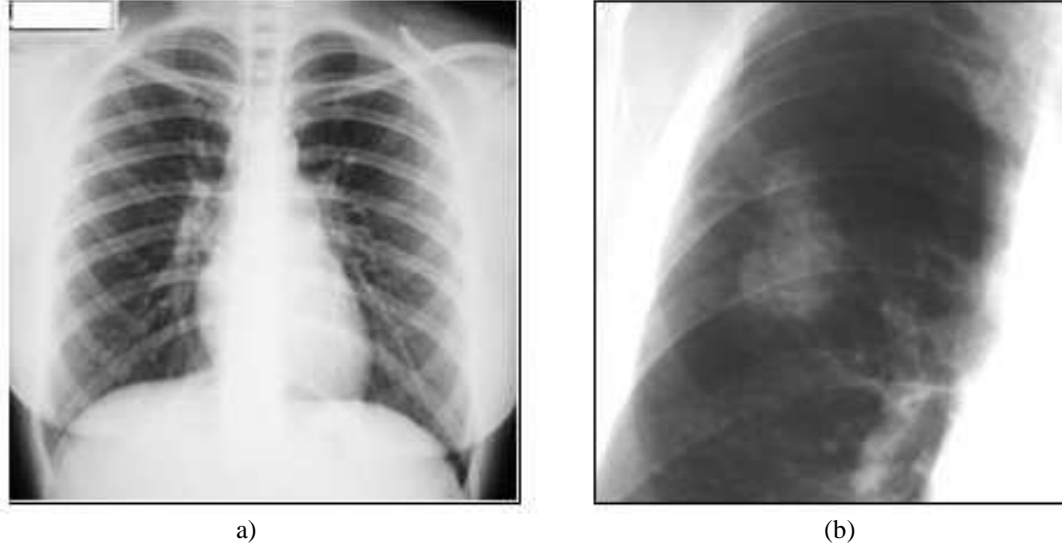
Röntgen filmi üzerinde görüntü oluşumu [113]
